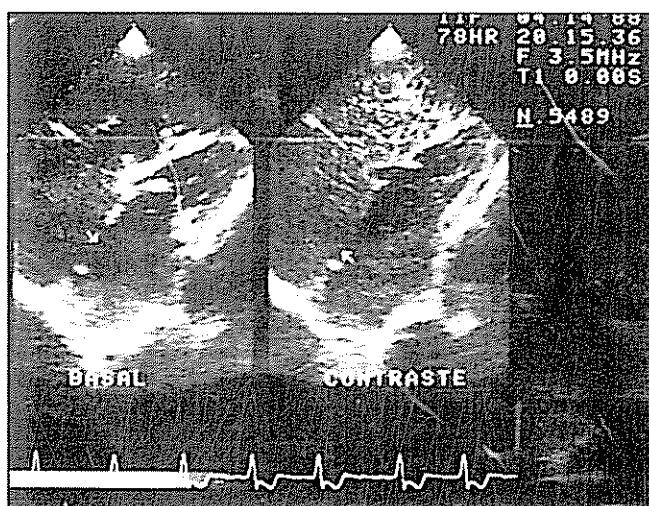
Ecocardiografía bidimensional (visión paraesternal) mostrando un gran defecto septal interatrial (tipo *Ostium Secundum*) con shunt en los dos sentidos
